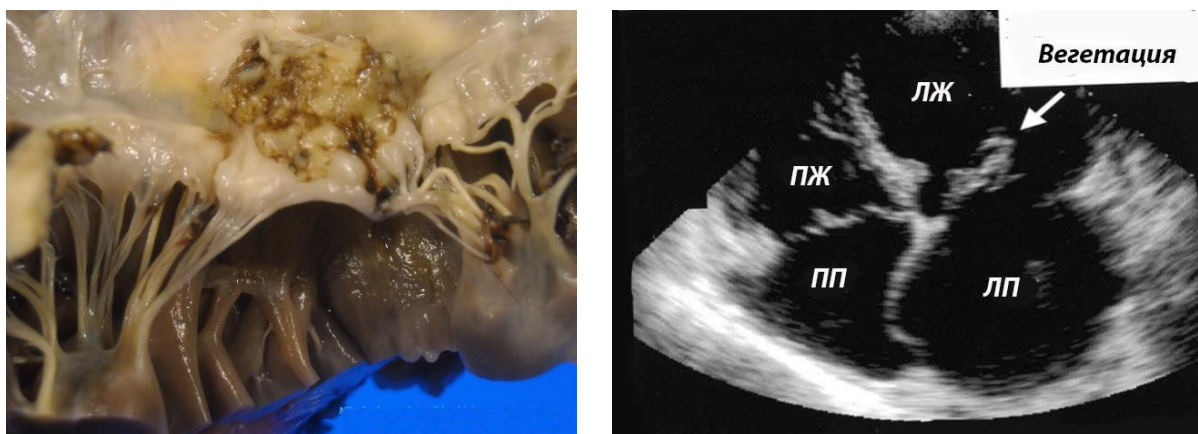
«Вид вегетаций на митральном клапане при ИЭ: аутопсийный материал (слева), УЗИ сердца (справа)»
